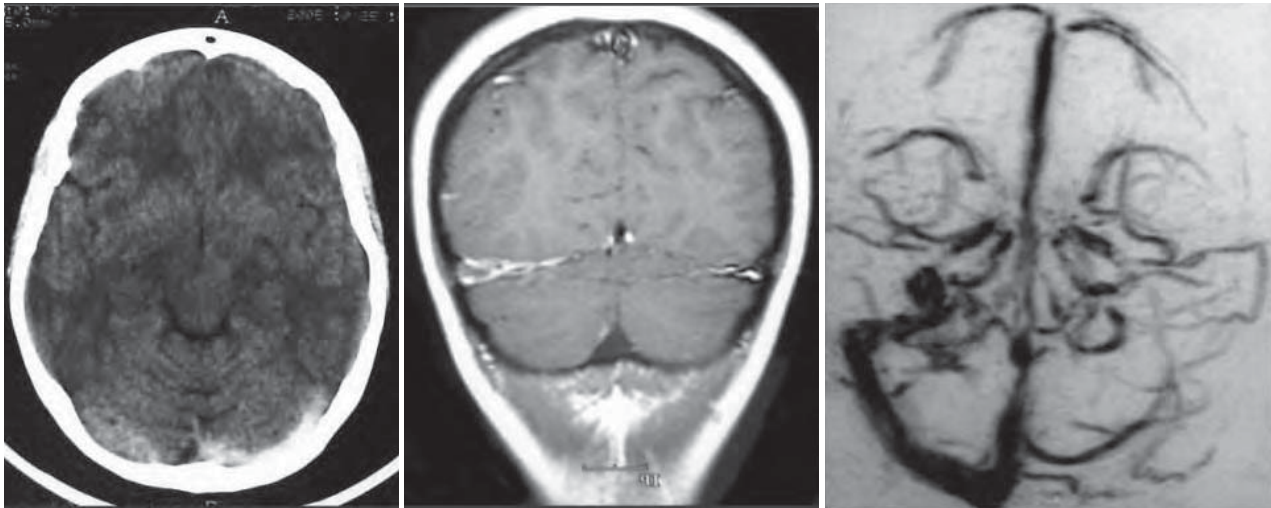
/4.- Trombosis venosa del seno transverso izquierdo. A la izquierda, TAC de cráneo en la que se observa el refuerzo posterior provocado por la trombosis venosa. En el centro, RMI donde se observa la tinción con gadolinio de la vena trombosada. A la izquierda, imagen de sustracción de la angioresonancia donde se observa la ausencia del retorno venoso en el seno transverso izquierdo.
